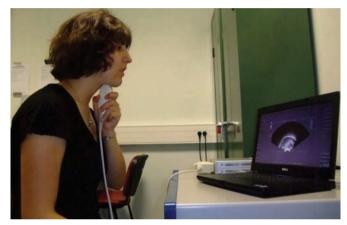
Visualisation du contour supérieur de la langue à l'aide d'une sonde ultrasonore placée sous la mandibule]
